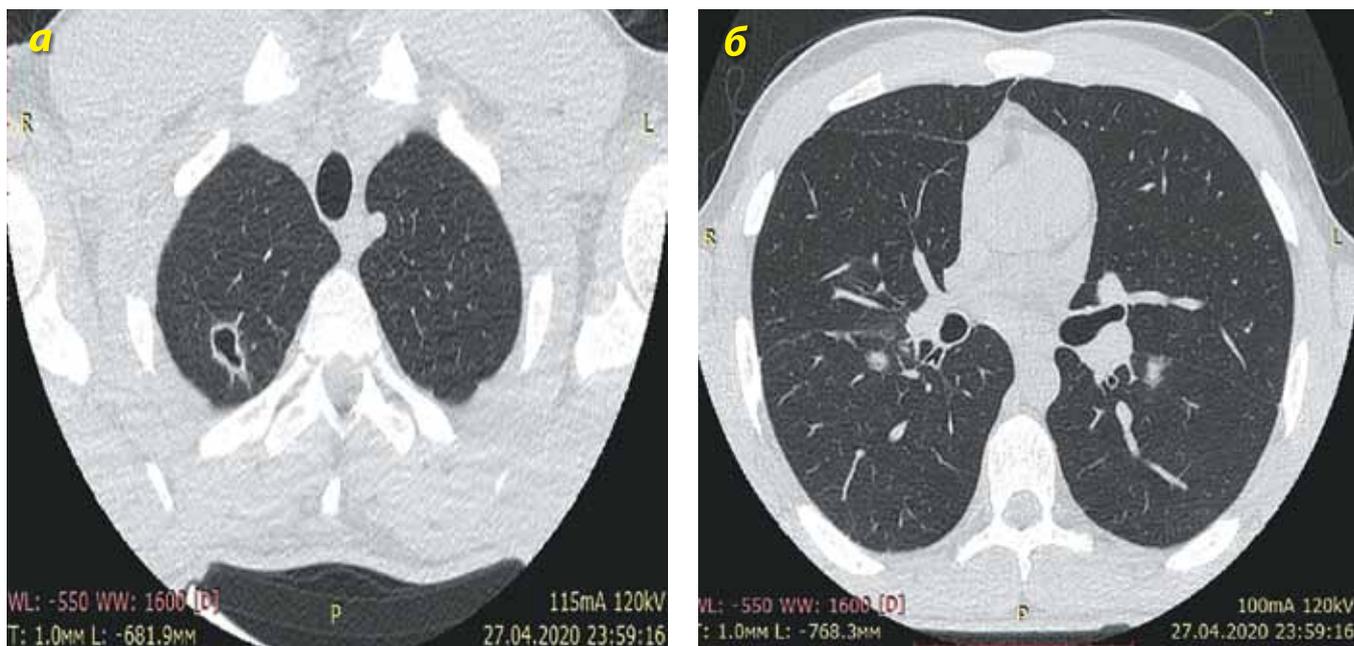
Пациент Ш. 17 лет, КТ органов грудной клетки от 27.04.2020 г.:
